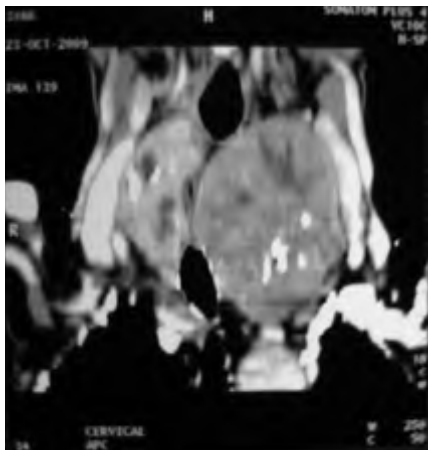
TDM cervicale, coupe coronale : Volumineux goitre plongeant à gauche*arrivant au dessus du tronc veineux inominé.
